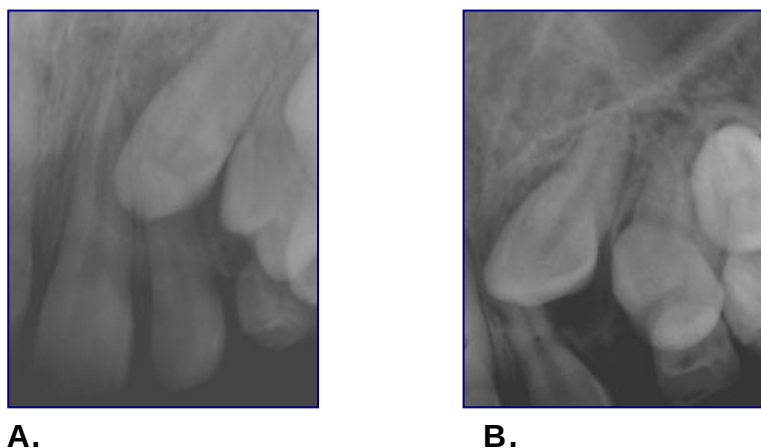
Técnica de cambio horizontal. (A) Radiografía periapical con proyección ortorradial. (B) Radiografía periapical con proyección distorradial. Nótese que el canino se desplazó en dirección distal en la segunda toma (en la misma dirección del cono de rayos X), por lo que se puede determinar que el mismo está ubicado hacia lingual o palatino.
